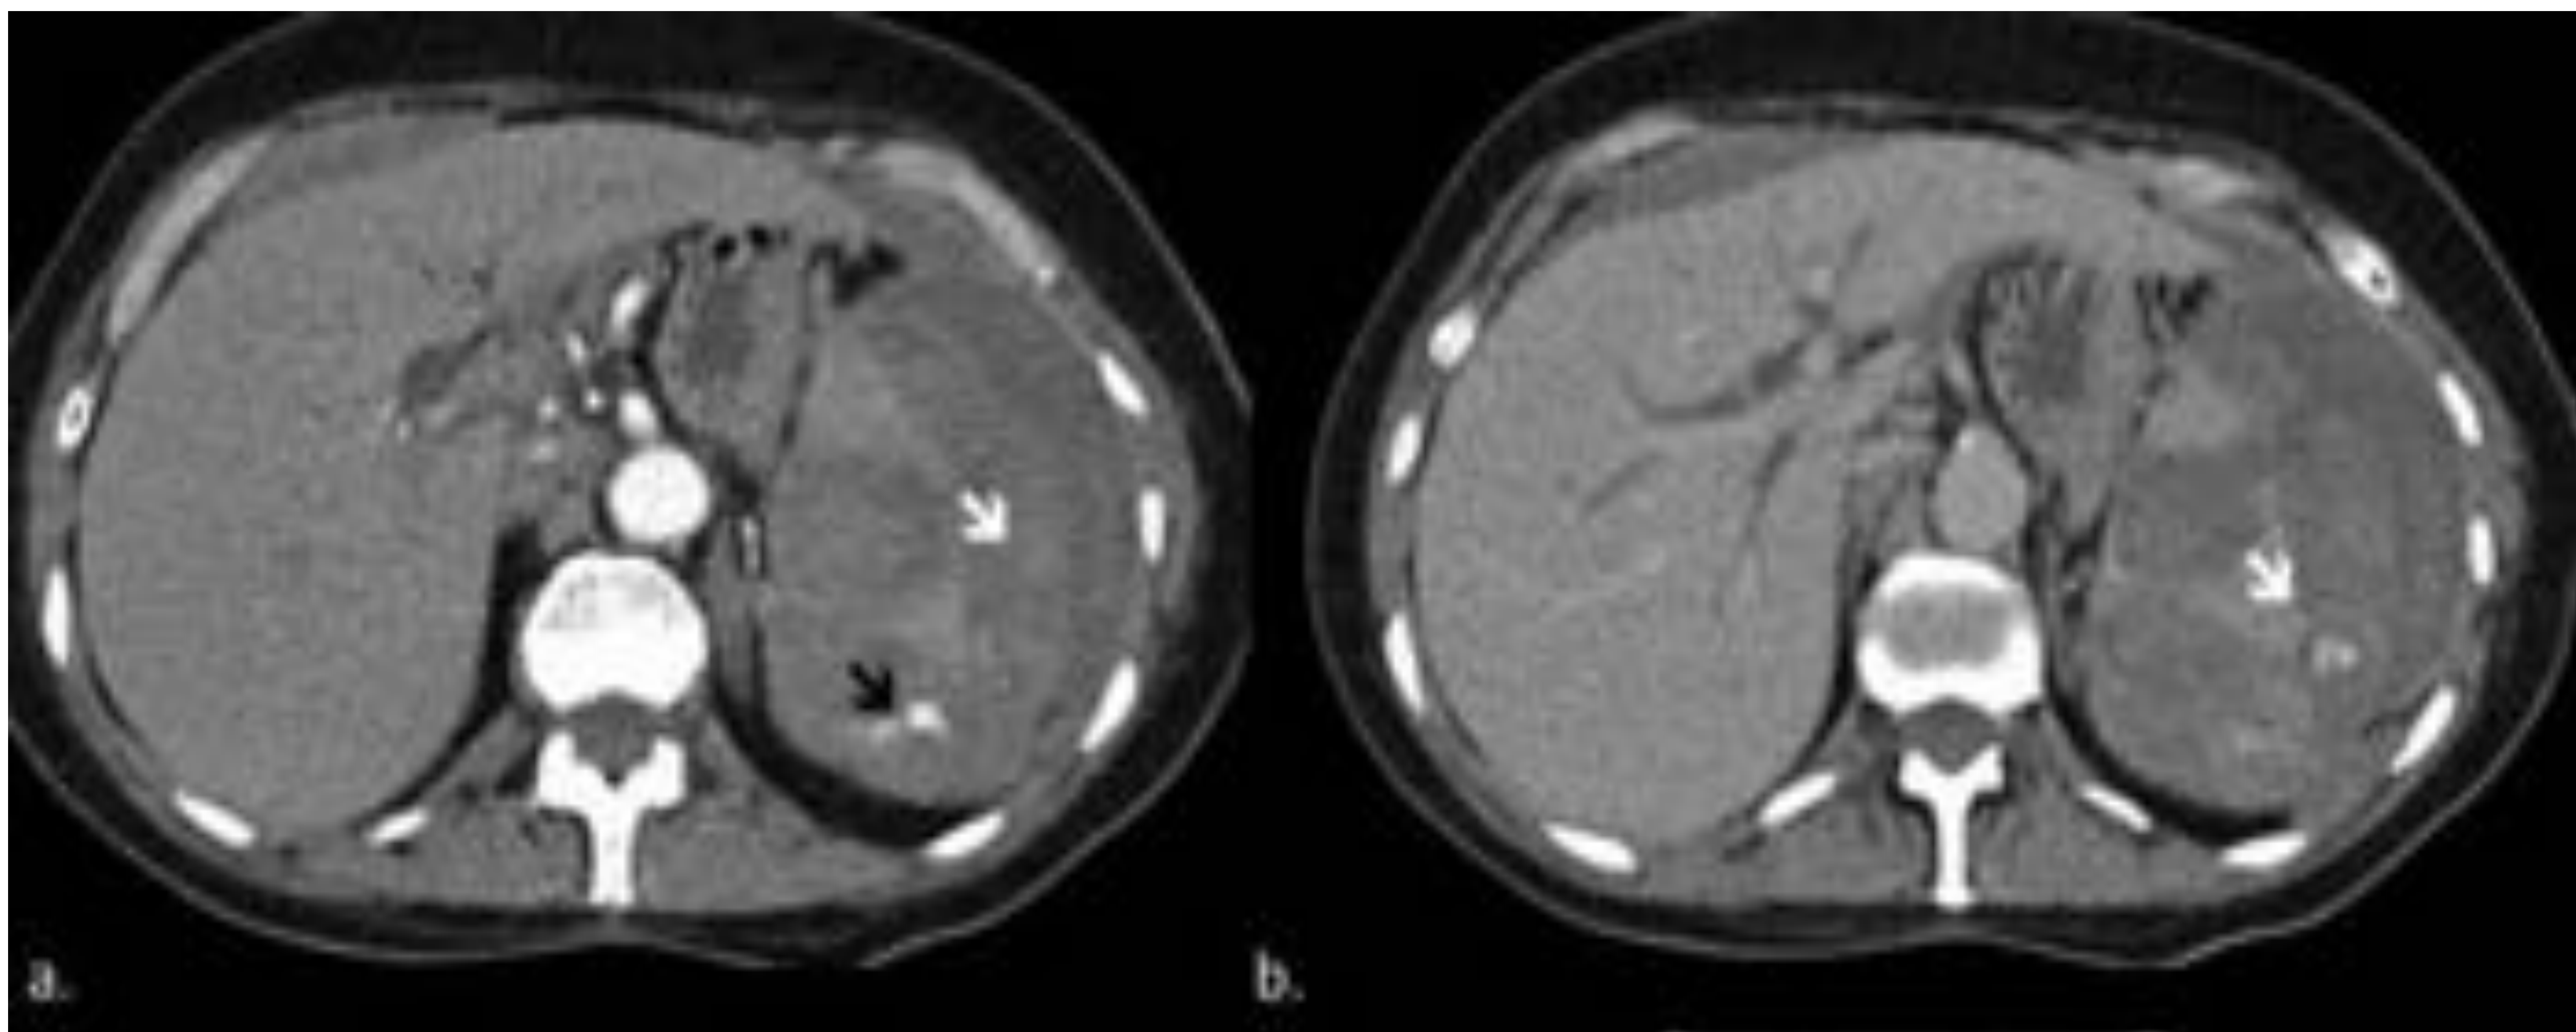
Estallido esplénico traumático. (a) TC en fase arterial que muestra completa separación de los fragmentos esplénicos con un foco de extravasación del CIV (flecha negra). Se visualiza además, hemoperitoneo y el signo del “coágulo centinela” adyacente al bazo (flecha blanca) (b). TC fase venosa muestra el cambio de morfología del foco de extravasación de CIV (flecha). (c) Fractura costal del arco posterior asociada (flecha).
